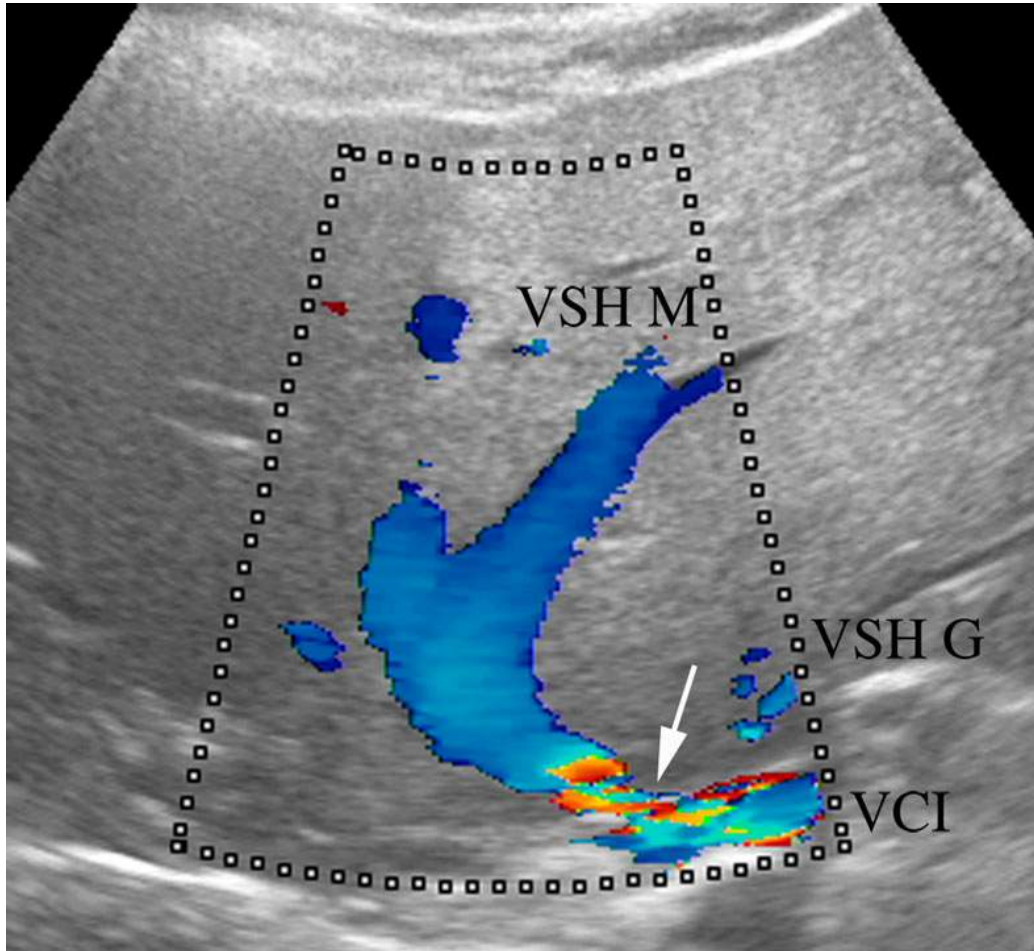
Coupe échographique récurrente montrant une importante incurvation des VSH gauche et médiane après hépatectomie droite secondaire à une bascule marquée du foie gauche restant vers la droite.
